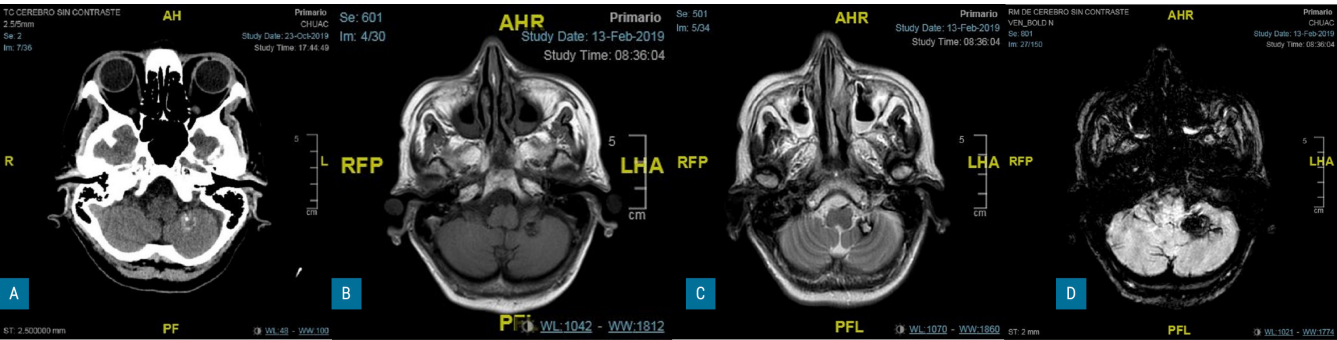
Cavernoma en hemisferio cerebeloso izquierdo visualizado en tomografía computarizada (TC) craneal como nódulo hiperdenso con calcificación (A) y en resonancia magnética (RM) como imagen heterogénea en secuencia T1 (B) rodeada de halo de hemosiderina en secuencia T2 (C) que «florece» en secuencias eco de gradiente (D).
